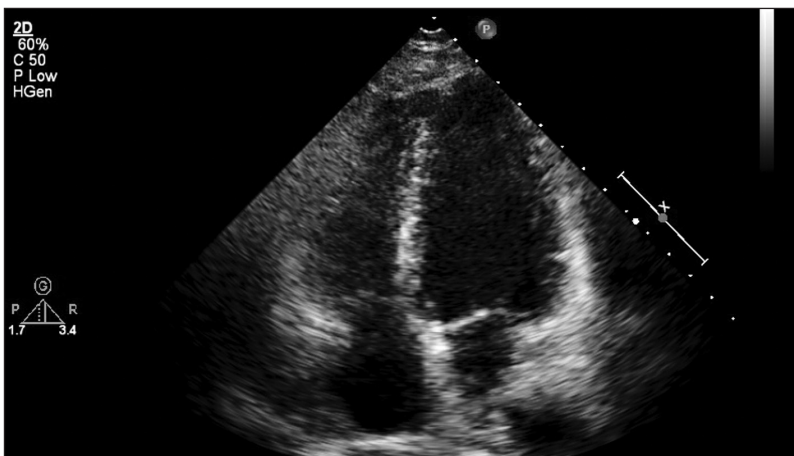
Трансторакальная эхокардиография, срез в 4-камерной позиции
